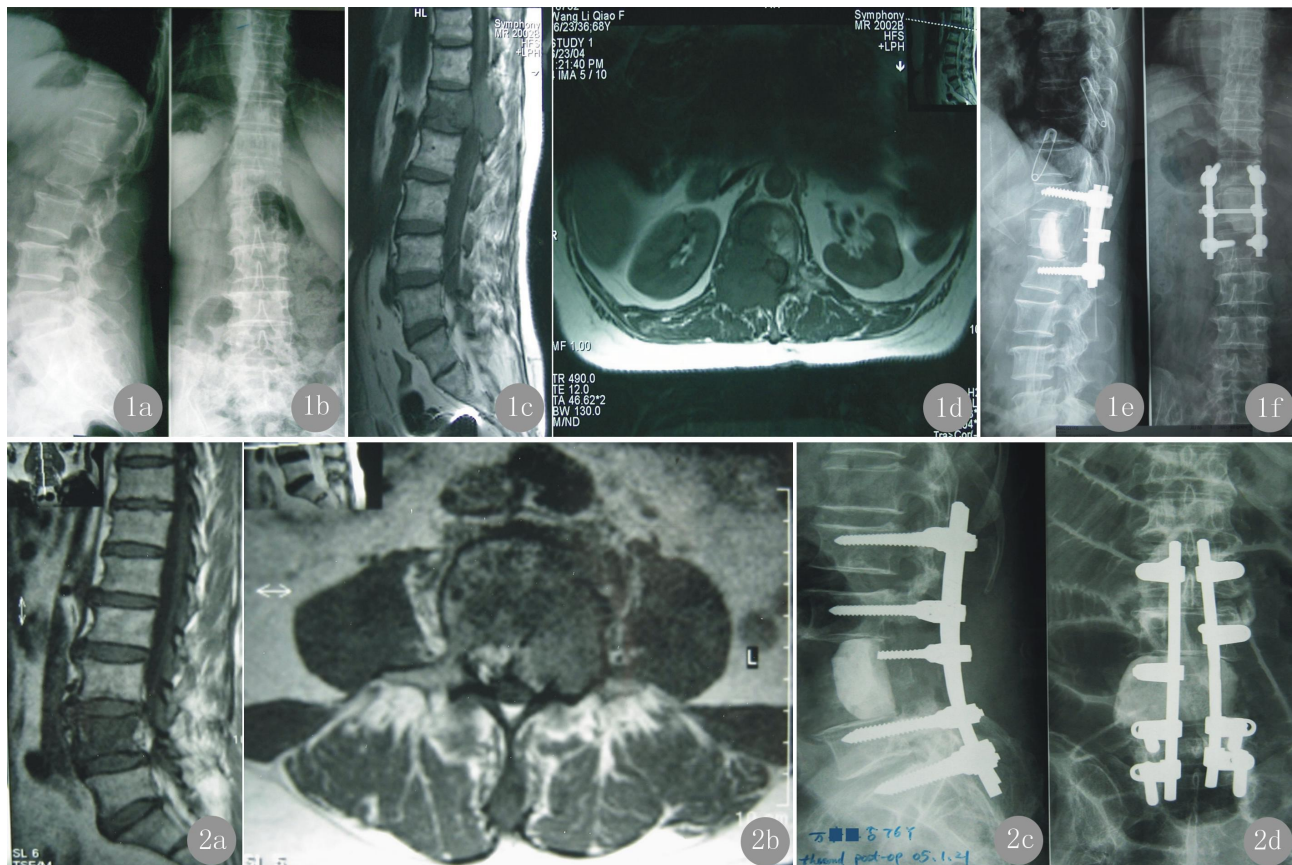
患者女性, 68岁, 肺癌 L_1 转移 a b 术前 X线片提示 L_1 椎体压缩性骨折 c d 术前 MR提示 L_1 椎体压缩性骨折, 肿瘤病灶侵犯 L_1 右侧椎体及附件, 脊髓受压 e f 术后 X线片示行后路 L_1 病灶切除骨水泥填塞, 椎弓根钉棒系统内固定术 图 2 患者男性, 76岁, 肺癌 L_4 转移 a b 术前 MR提示肿瘤侵犯 L_4 左侧椎体及附件 c d 术后 X线片示后路 L_4 全脊椎切除骨水泥椎体重建, 椎弓根钉棒系统内固定
